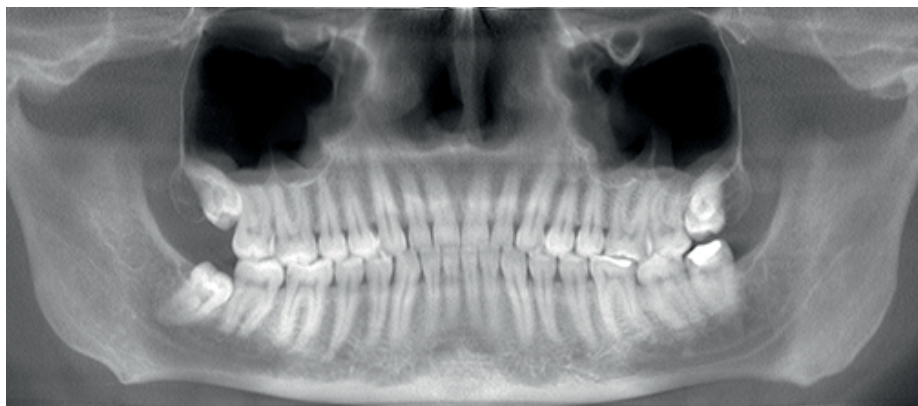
Рентгенографическое построение изображения, панорамное построение зубочелюстной зоны лицевой части головы (аналог ортопантомографии – рентгеновской панорамной зонографии зубочелюстной области)
